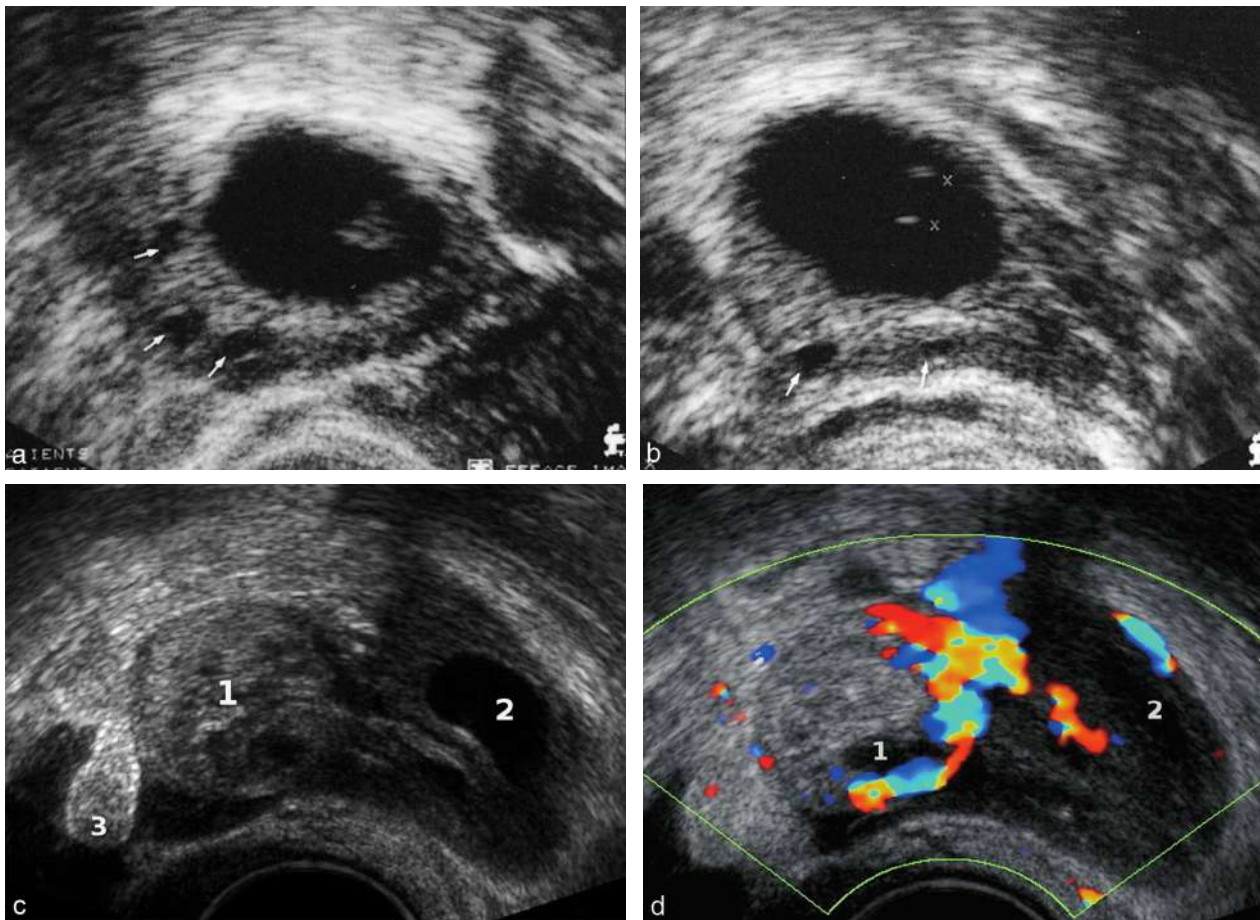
GEU ovarienne (voie vaginale). a et b. Grossesse intra-ovarienne. Écho embryonnaire visible en a et VO en b. Le parenchyme ovarien est reconnaissable par quelques follicules atrétiques (→). c. HCG plasmatique à 5000 UI. Grossesse ovarienne (1) implantée à la surface de l'ovaire, corps jaune (2) et frange épiploïque (3). d. Même GEU qu'en b en Doppler couleur : ce sont bien des vaisseaux ovariens qui alimentent la GEU.
